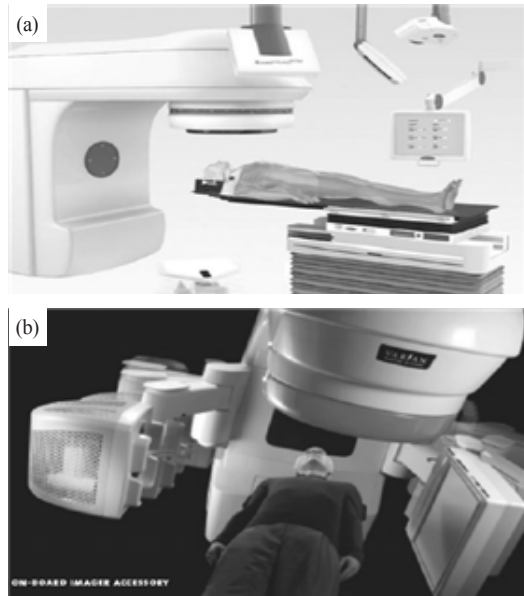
(a) ExacTrac system, Brain Lab, (b) On board imager for Cone beam CT.
